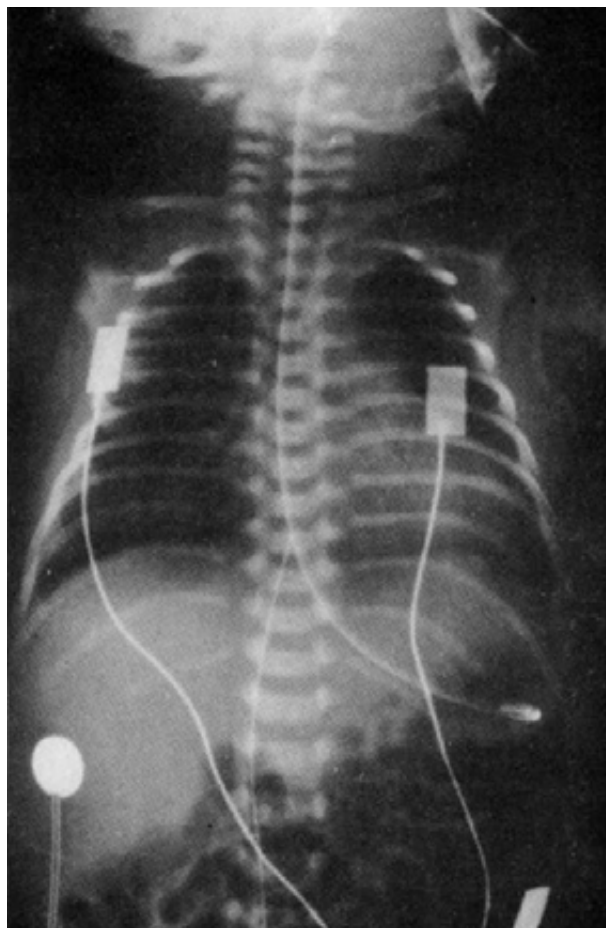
Radiografía de tórax a las 84 horas de vida, 12 horas después de extubado.
